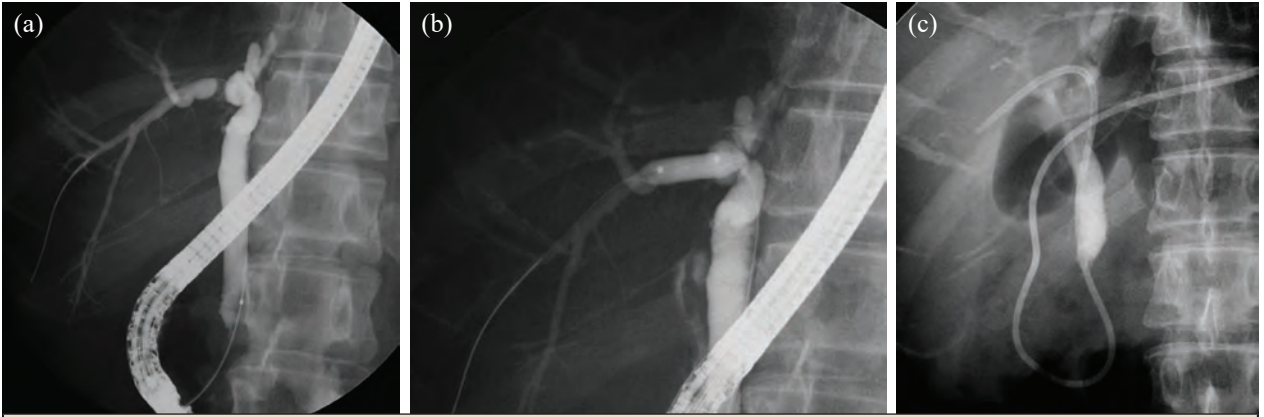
LDLT sonrası safra kaçağı. a) Safra kaçağının kolanjiyogram ile gösterilmesi. b) Anastomotik darlıktan 7Fr nazobiliyer kateter yerleştirilmesi. c) Kolanjiyografide safra kaçağının önlenildiği görülmekte.
